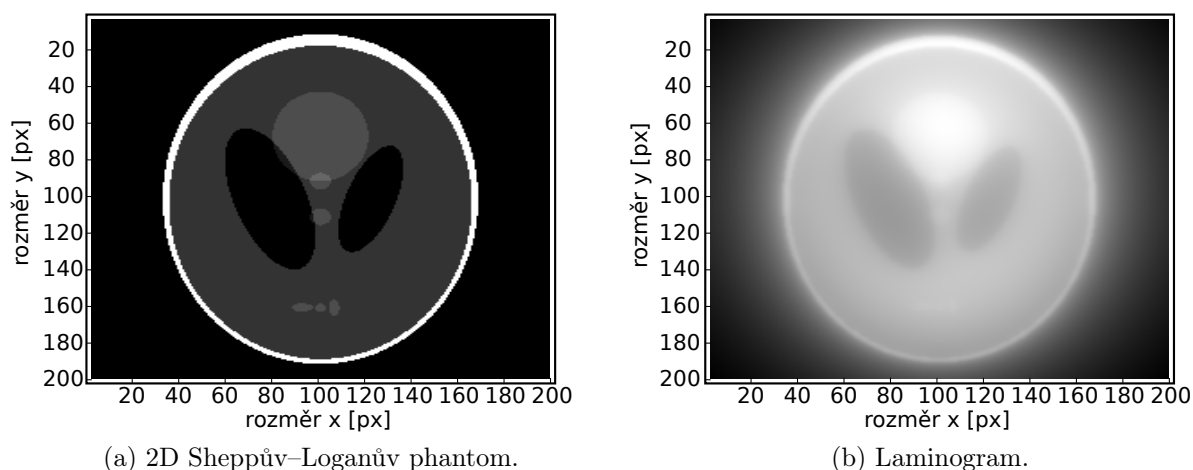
Zpětná projekce vějířové tomografie.
